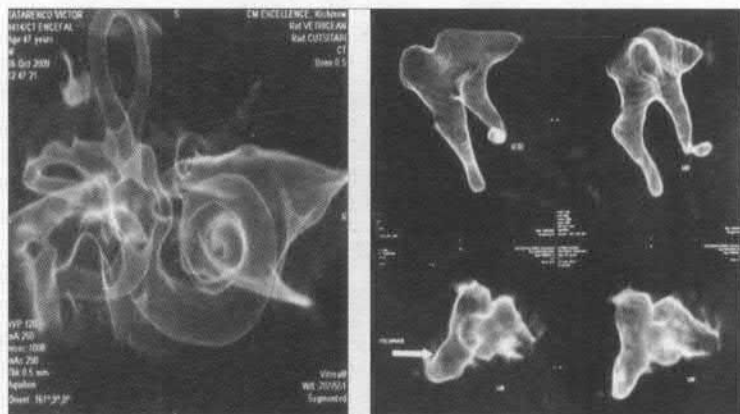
A – Imagine CT a osului temporal în incidența Schüller, B – imagine CT a oscioarelor auditive
